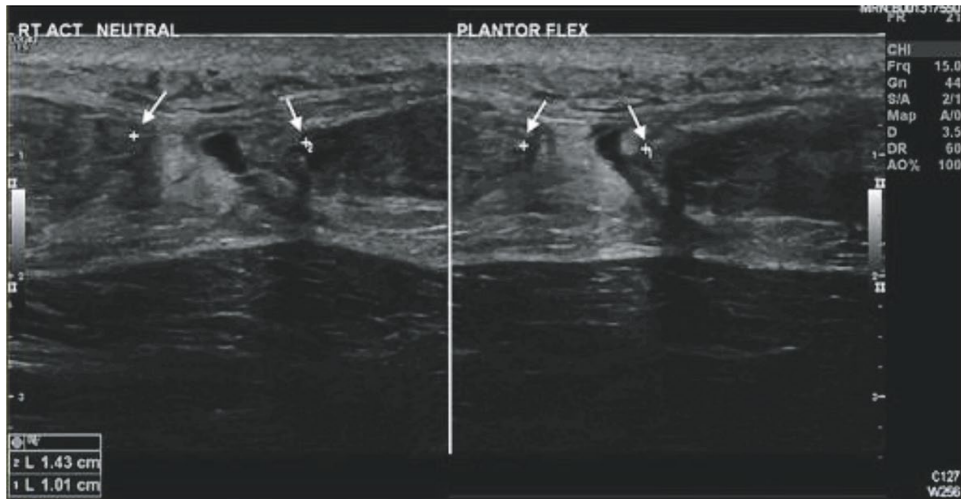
Bandas hipo y anecoicas representando ruptura del tendón de Aquiles en ecografía
